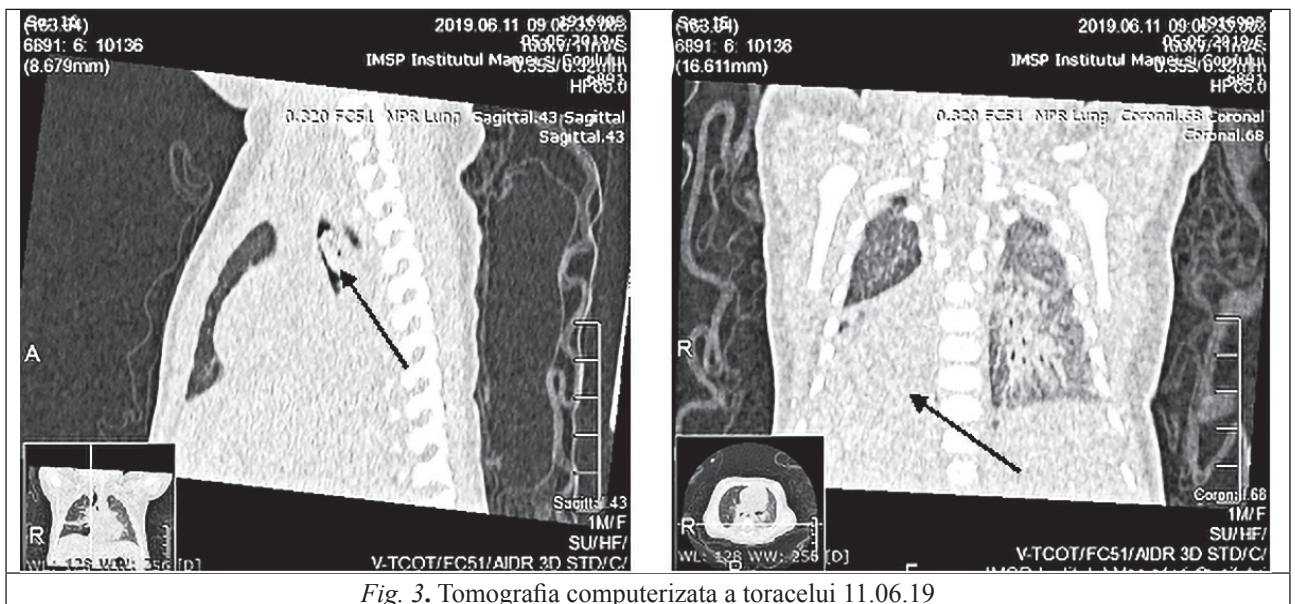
Tomografia computerizată a toracelui 11.06.19
